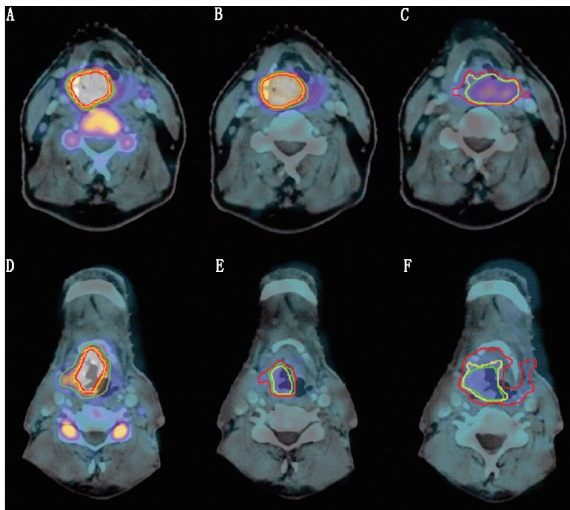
患者治疗前(A、D)、治疗第 2 周(B 和 E)、第 4 周(C 和 F) ^{18}F -氟代脱氧胸苷嘧啶(FLT)PET/CT 显像图。上排图像显示接受放疗、分型为 cT4N2bM0 的声门上型喉癌患者 ^{18}F -FLT PET 显像病灶对探针的摄取缓慢减少,该患者在治疗结束后 7 个月出现局部复发,并死于肿瘤转移;下排图像显示仅接受放疗、分型为 cT3N1M0 的声门上型喉癌患者 ^{18}F -FLT PET 显像病灶对探针的摄取快速减少,该患者于治疗后 32 个月的随访期间未发生肿瘤相关事件^[37]
